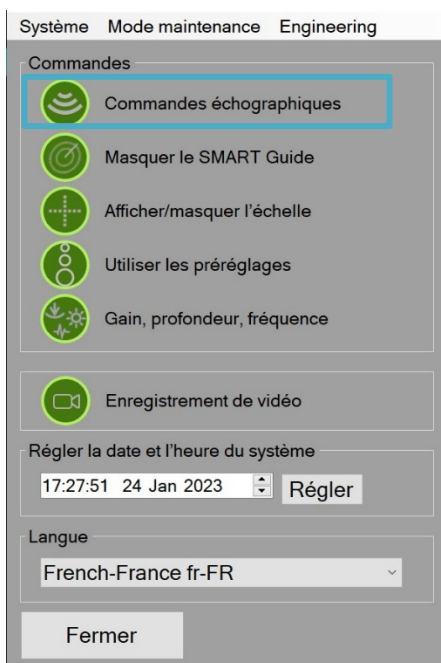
Fenêtre des préférences avec Commandes échographiques sélectionné.
